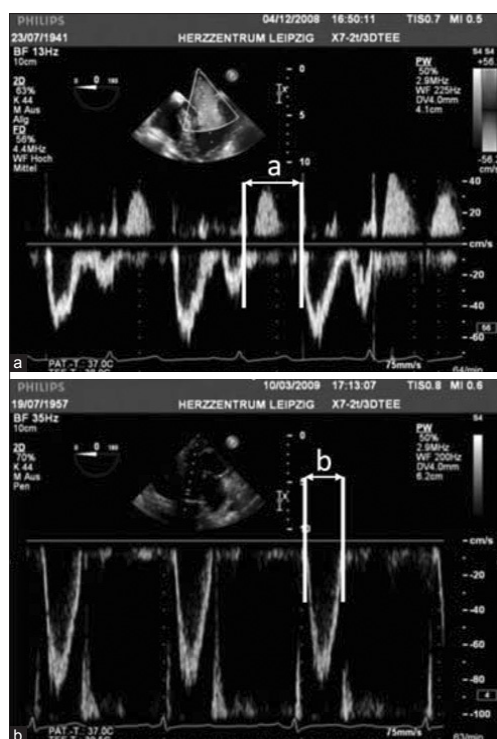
Measurement of Tei Index by pulsed Doppler of mitral and pulsed wave Doppler of aortic flow. Interval "a", from Doppler A to E wave, was measured in the midesophageal four-chamber view. Interval "b" was measured in deep transgastric view. Tei Index was then calculated by $(a-b)/b$
